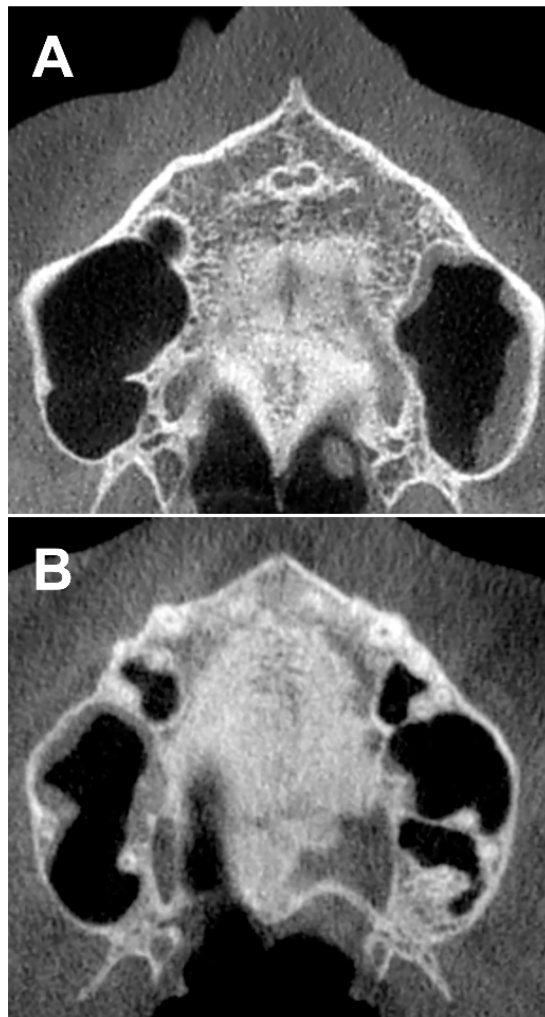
Secțiuni axiale CBCT prin palatul dur. A: CNP/CI prezent (2 CNP/CI proprii). B: CNP/CI absent.
